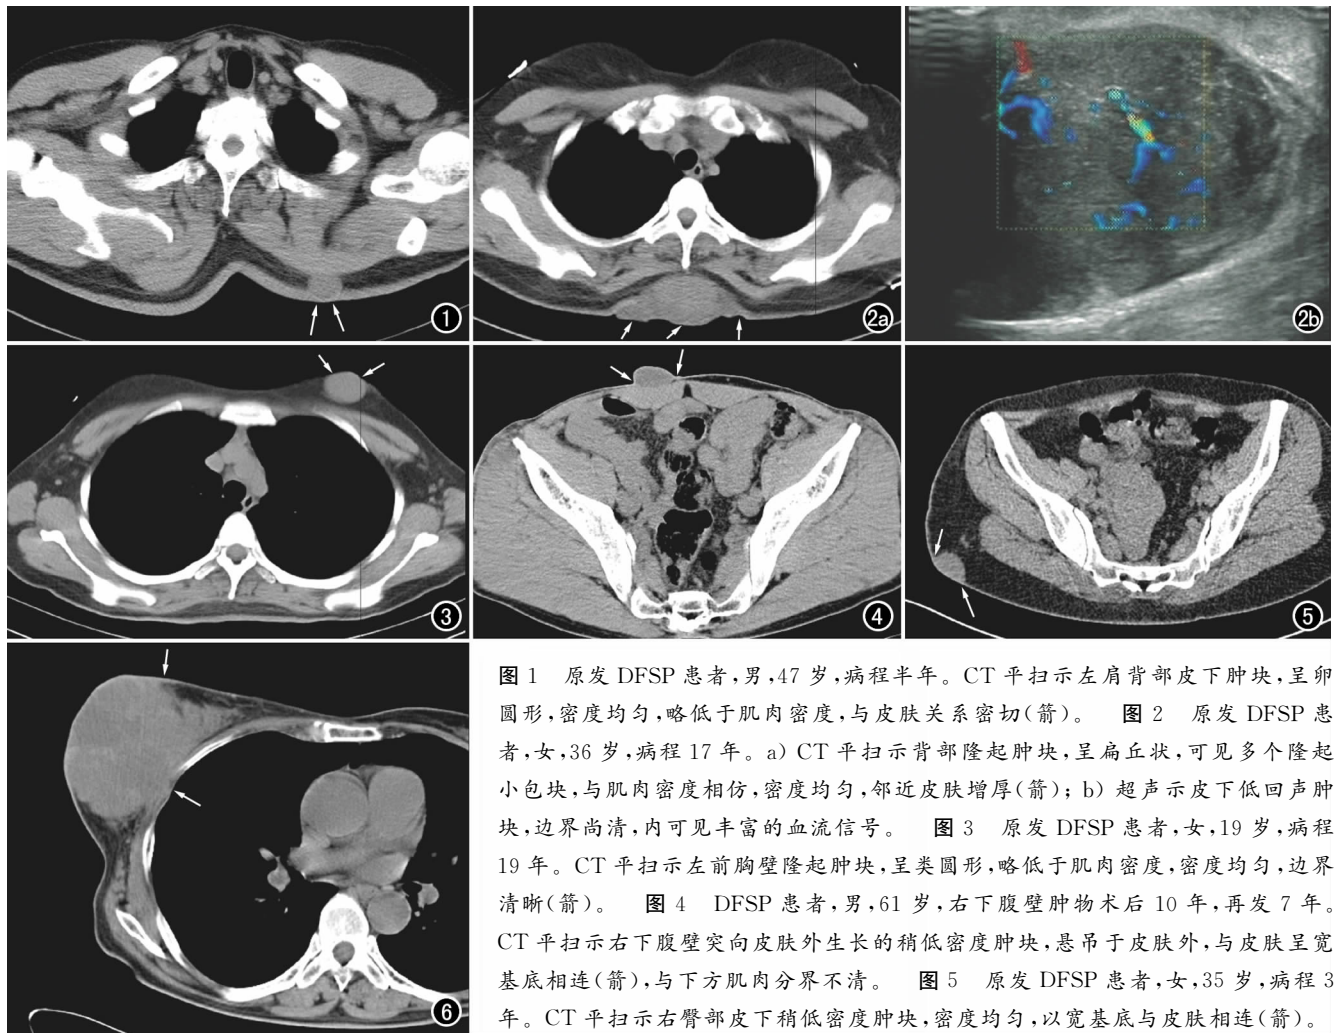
原发 DFSP 患者,男,47 岁,病程半年。CT 平扫示左肩背部皮下肿块,呈卵圆形,密度均匀,略低于肌肉密度,与皮肤关系密切(箭)。图 2 原发 DFSP 患者,女,36 岁,病程 17 年。a) CT 平扫示背部隆起肿块,呈扁丘状,可见多个隆起小包块,与肌肉密度相仿,密度均匀,邻近皮肤增厚(箭);b) 超声示皮下低回声肿块,边界尚清,内可见丰富的血流信号。图 3 原发 DFSP 患者,女,19 岁,病程 19 年。CT 平扫示左前胸壁隆起肿块,呈类圆形,略低于肌肉密度,密度均匀,边界清晰(箭)。图 4 DFSP 患者,男,61 岁,右下腹壁肿物术后 10 年,再发 7 年。CT 平扫示右下腹壁突向皮肤外生长的稍低密度肿块,悬吊于皮肤外,与皮肤呈宽基底相连(箭),与下方肌肉分界不清。图 5 原发 DFSP 患者,女,35 岁,病程 3 年。CT 平扫示右臀部皮下稍低密度肿块,密度均匀,以宽基底与皮肤相连(箭)。
